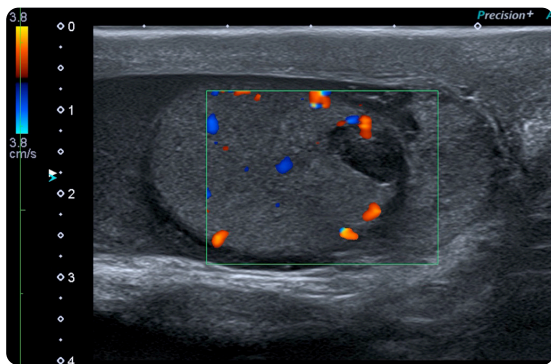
Dolor testicular postraumático. Imagen longitudinal del testículo izquierdo en la que se observa una zona hipoeicoica, bien delimitada y sin flujo a la exploración con Doppler color compatible con infarto.
